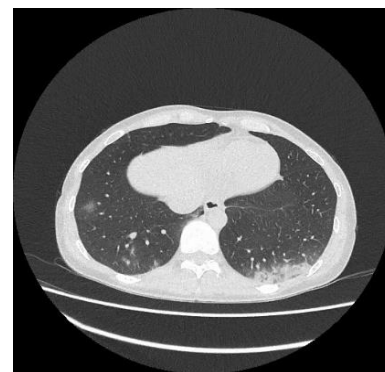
Reprezentativni prikaz promena u plućnom parenhimu na CT toraksa 7.dana po prijemu (Slika A, Slika B i Slika C); Izvor: Arhiva KBC "Dr Dragiša Mišović - Dedinje", uz dozvolu ustanove
